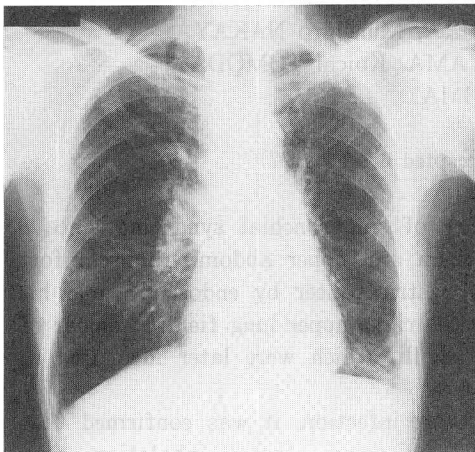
The chest X-ray on first medical examination (May 12, 1986) showing fine nodular shadow with bronchiectasis in the right middle and lower lung field, and strand shadow in the left lower lung field.
